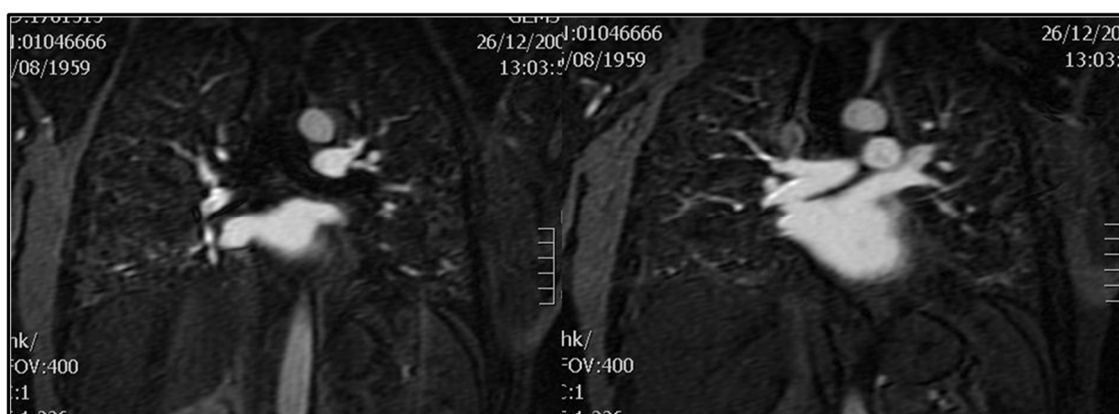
Imágenes de una secuencia angio RM 3D con gadolinio intravenoso adquirida en el plano coronal, a nivel de la aurícula izquierda y venas pulmonares.
